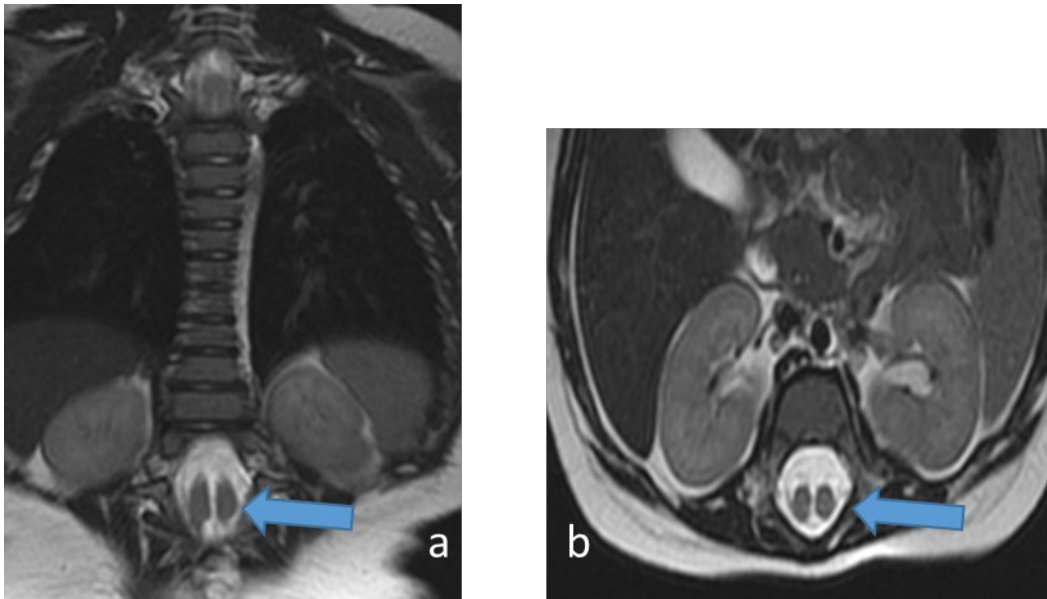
IRM médullaire objectivant une diastématomyélie de siège lombaire avec éperon osseux.
